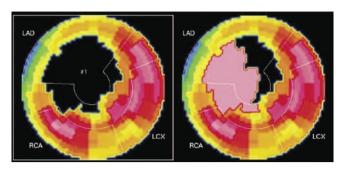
Сцинтиграфическая картина миокарда в покое и прирост перфузии на фоне нагрузочной пробы с добутамином у пациента 56 лет с постинфарктным кардиосклерозом
